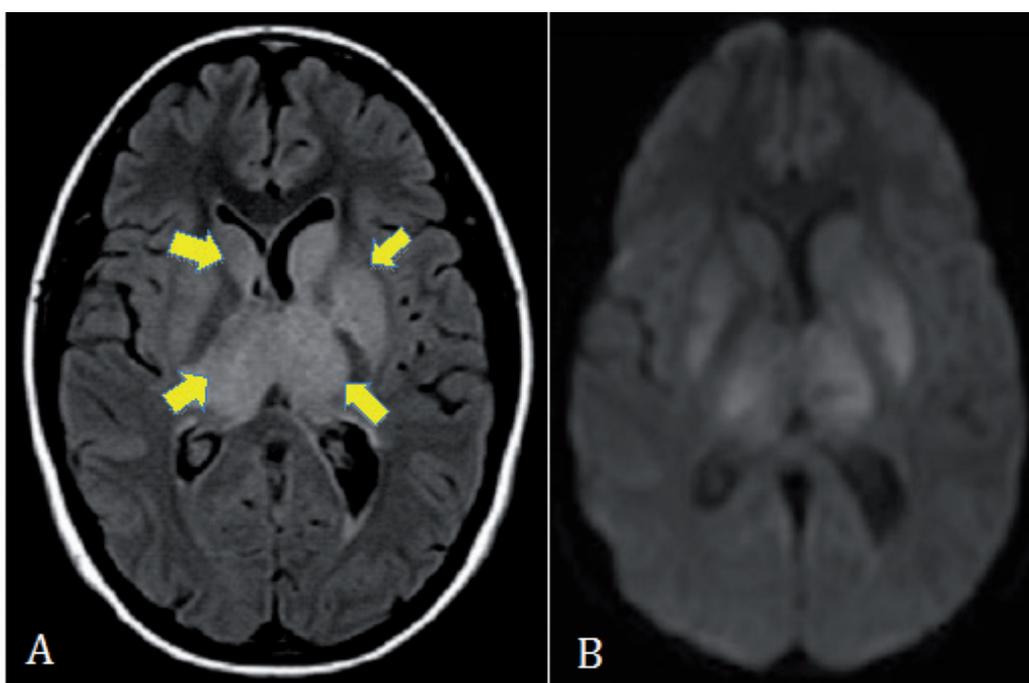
Aumento en la señal y edema en T2 FLAIR (A), con restricción en la difusión en tálamos y ganglios basales en DWI (B).
